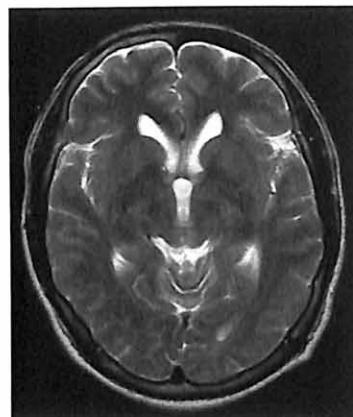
与图 2-2 为同一患者, MRI 上无明确的缺血、梗死改变, 影像学与临床不相符
